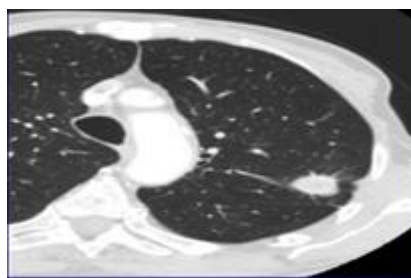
Image pulmonaire par TDM.
